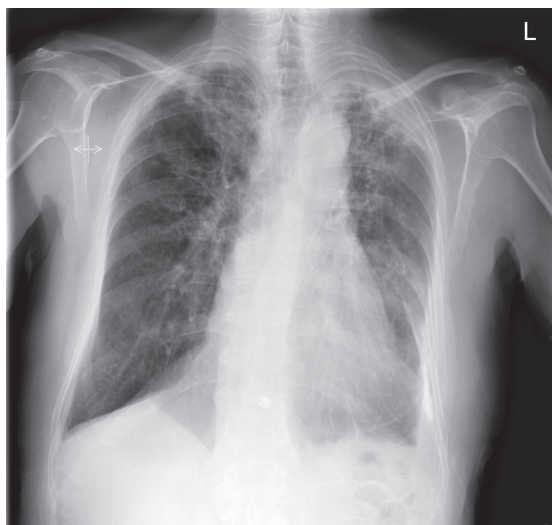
Radiographie pulmonaire d'un patient atteint de tuberculose pulmonaire.
